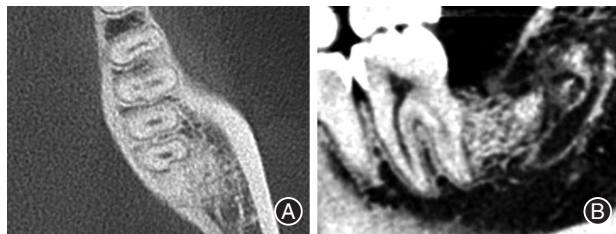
轻度牙根外吸收(ERR)典型病例术后6个月复查锥形束CT(CBCT)影像 A:横截面;B:矢状面。37远中根侧壁缺损如前,根周牙周膜连续,根尖周未见异常,远中根周可见新生骨质形成。
